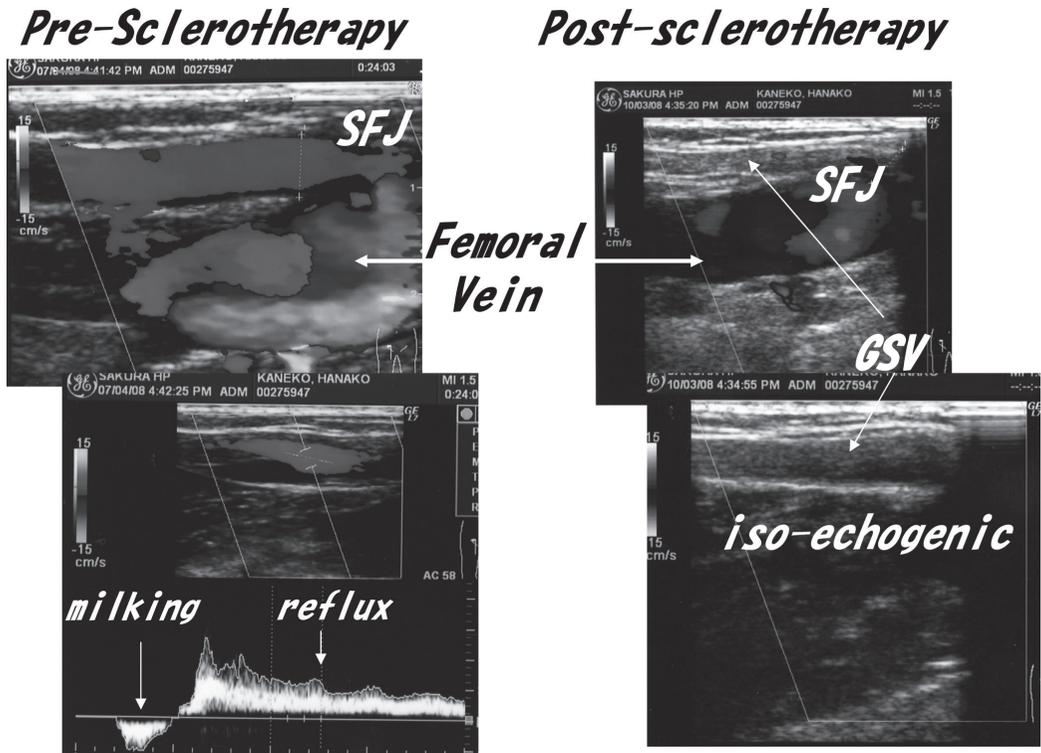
Duplex ultrasonography findings.
